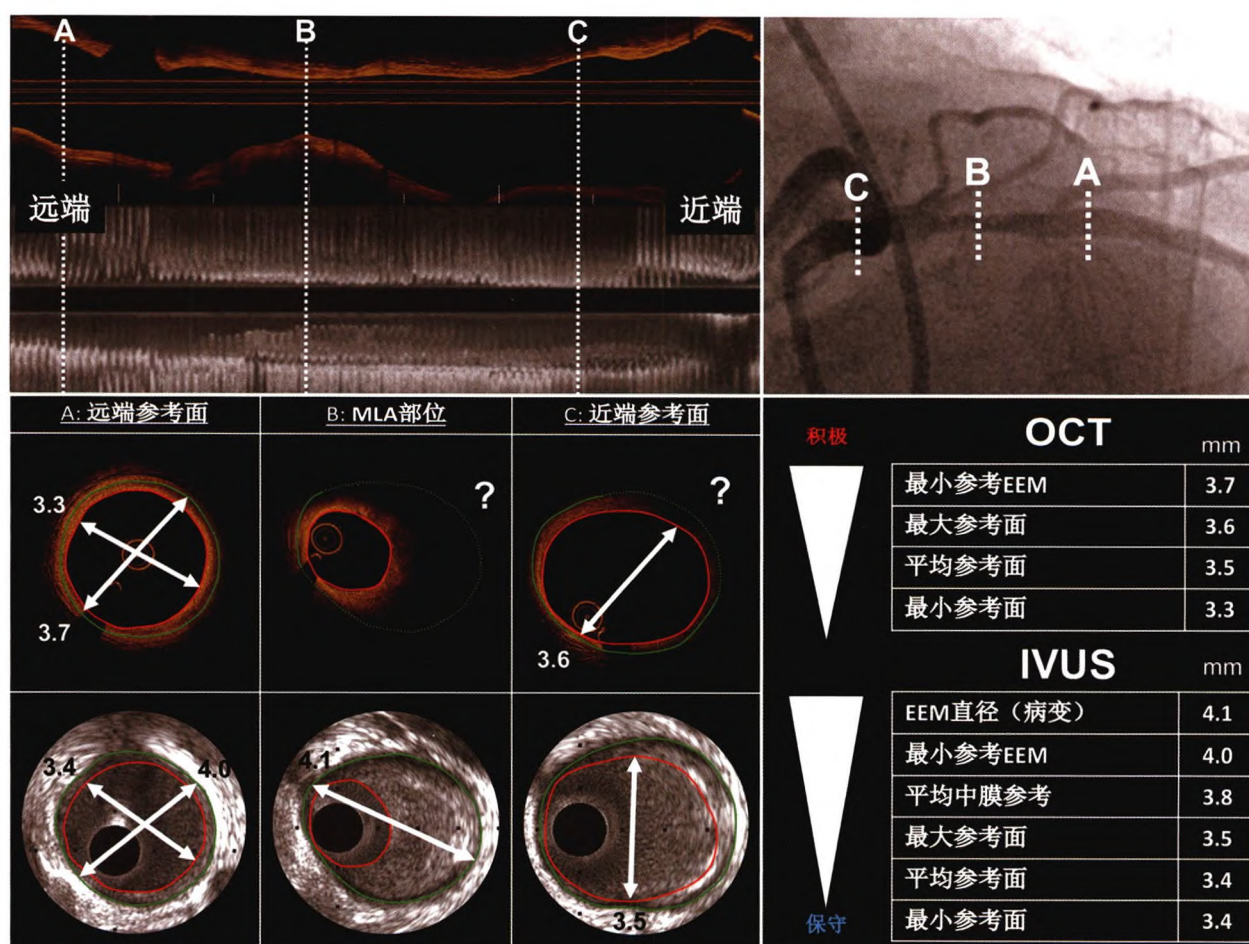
基于IVUS和OCT的支架直径选择方法(图示为典型左前降支近段狭窄病例的冠状动脉造影图像、IVUS和OCT的长轴图像以及远端参考节段、最小管腔面积部位和近端参考节段的IVUS和OCT横截面图像。右下方为不同的支架直径选择方法的测量结果。测量最小管腔面积部位外弹力膜距离或中膜距离方法可以用于IVUS指导的支架置入;然而,由于对脂肪组织的穿透能力有限,OCT往往无法观察到最小管腔面积部位的血管外膜。基于远端和/或近端参考节段的外弹力膜方法可以用于IVUS指导的支架置入;该方法能否在OCT指导的支架置入过程中应用,取决于参考节段的外弹力膜能否在OCT图像上被识别。基于管腔直径进行支架直径选择的方法对于IVUS和OCT均适用。IVUS为血管内超声,OCT为光学相干断层成像,EEM为外弹力膜)
